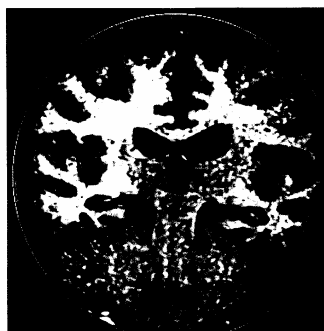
RM coronale: generale atrofia accentuata regione perisilviana.
